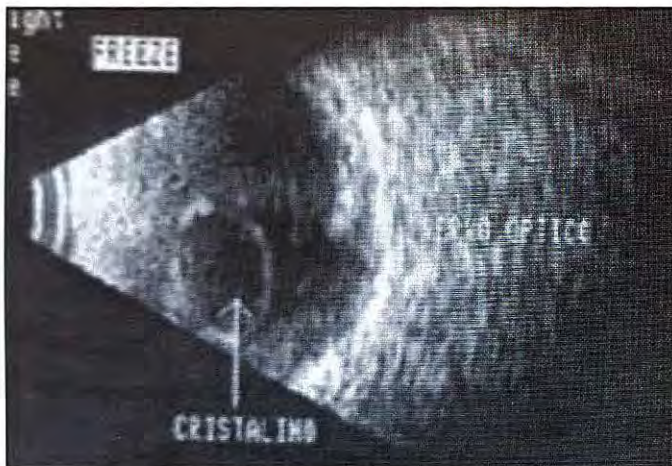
(Caso 2): Ultrassonografia do olho direito mostrando cristalino luxado para o vítreo e elevação de área papilar indicando edema do nervo óptico.
